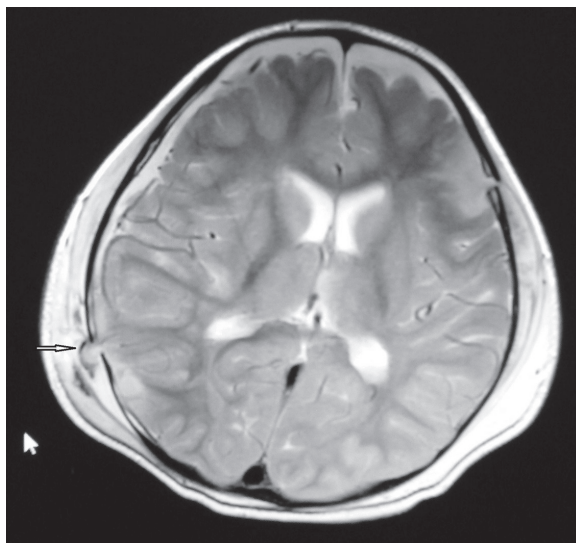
Magnetic resonance imaging scans showed dural tear
